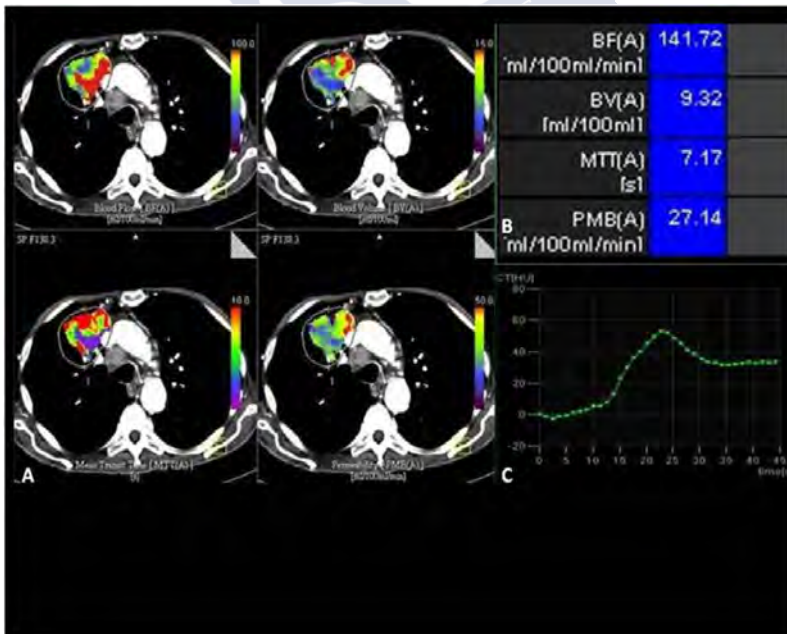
Perfusion CT of epidermoid carcinoma in right upper lobe. Freehand region of interest is drawn around lung tumor. Color coded maps (A) and quantitative values (B) of blood flow, blood volume, permeability and mean transit time. (C) Time-enhancement curve of the whole tumour. (For interpretation of the references to color in this figure legend, the reader is referred to the web version of this article.)
